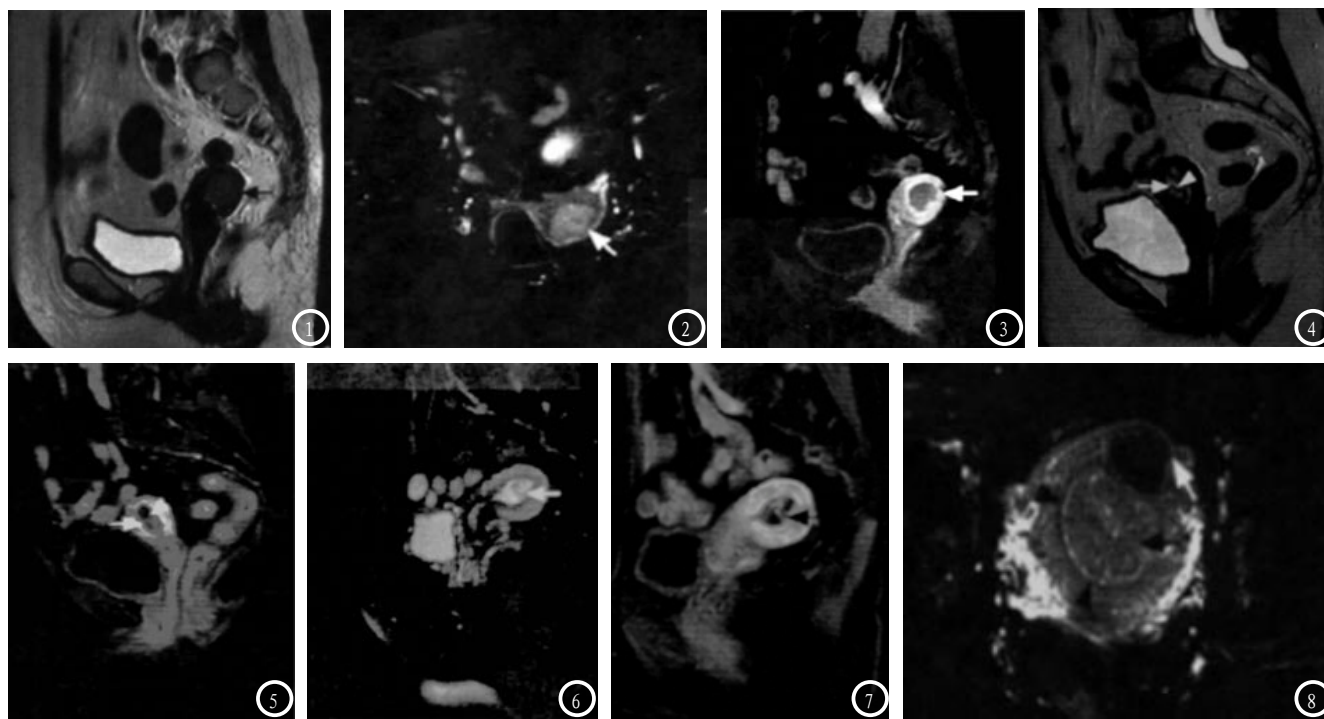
子宫内癌Ic期;图1 MRI矢状面、图2 横断面T2WI,序列扫描显示子宫结合带受侵,破坏。图3 MR动态增强T1WI序列,扫描显示患者子宫肿块呈相对低信号,子宫后壁破坏清晰。图4-5 子宫内息肉, MRI矢状面T2WI序列显示患者子宫腔肿块存在纤维核及囊变区,增强扫描提示纤维核呈条索状。图6-7 子宫内息肉,矢状面T2WI序列扫描提示子宫腔肿块无纤维核及囊变,动态增强扫描可见肿块内条索强化。图8 子宫腺肌症, MRI横断面T2WI序列扫描显示子宫腔内肿块呈等信号,肿块为高信号,增强扫描后,肿块呈中度强化。
